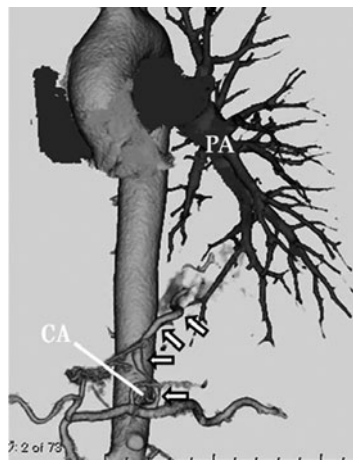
造影CTを元に作成した3D血管画像. 腹腔動脈から分岐して左肺底区に流入する異常血管を認める. PA: 肺動脈, CA: 腹腔動脈, 矢印: 左肺底区に流入する異常血管.
